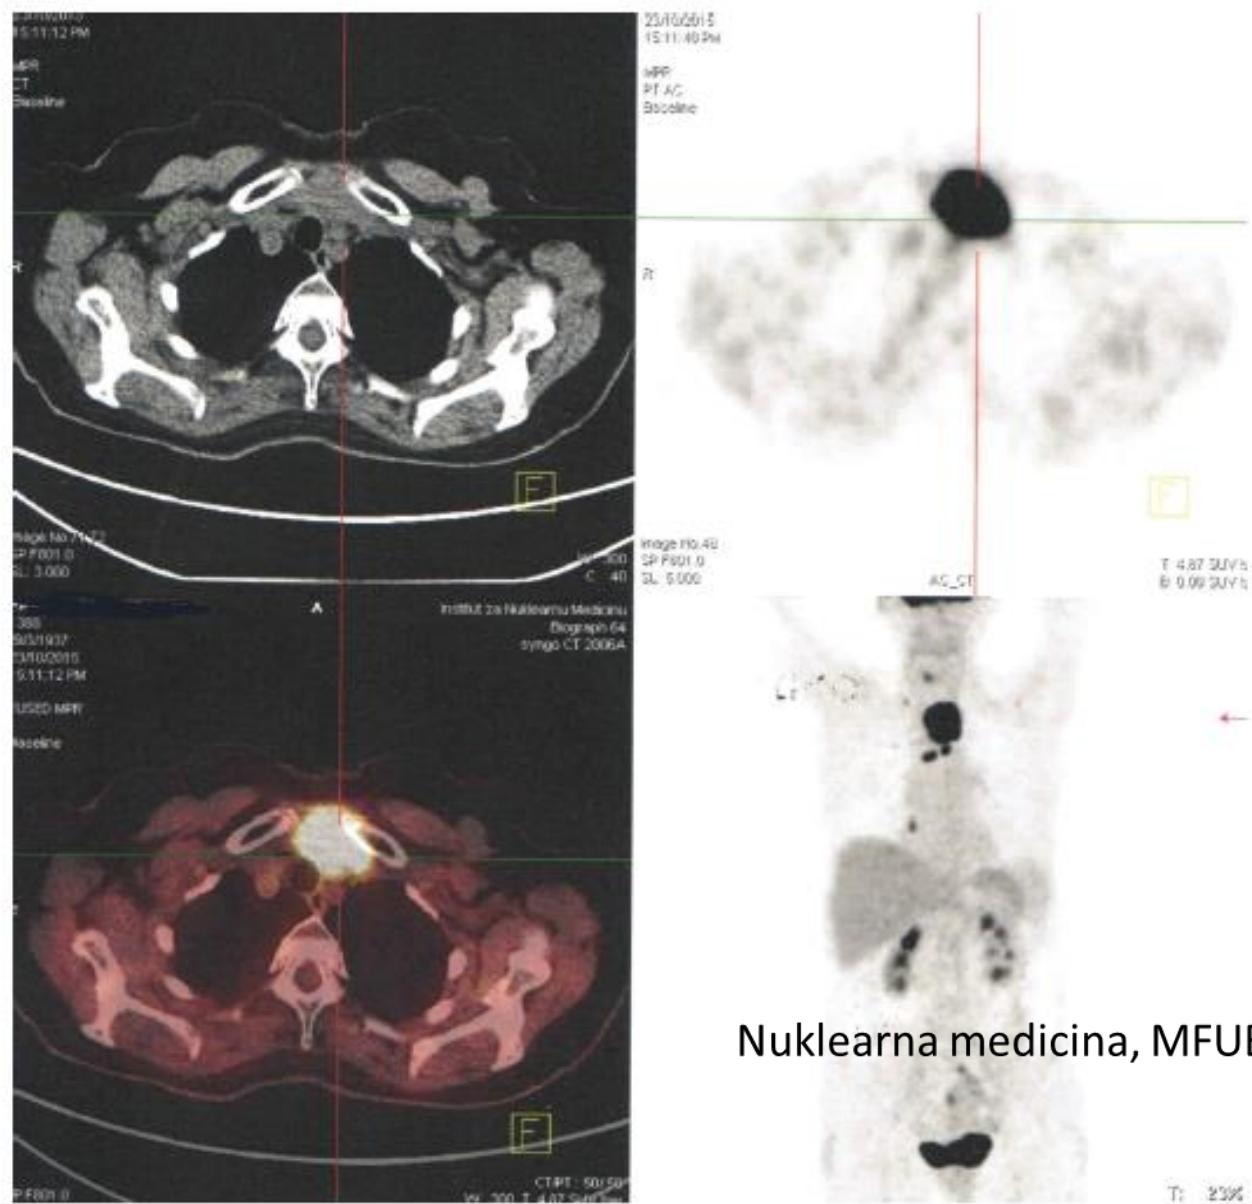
FDG PET/CT kod pacijenta sa medularnim karcinomom štitaste žlezde posle operacije. Nakupljanje FDG u velikoj promeni u projekciji vrata sa sitnjim promenama istih karakteristika u oba plućna krila. Recidiv karcinoma sa metastazama.
